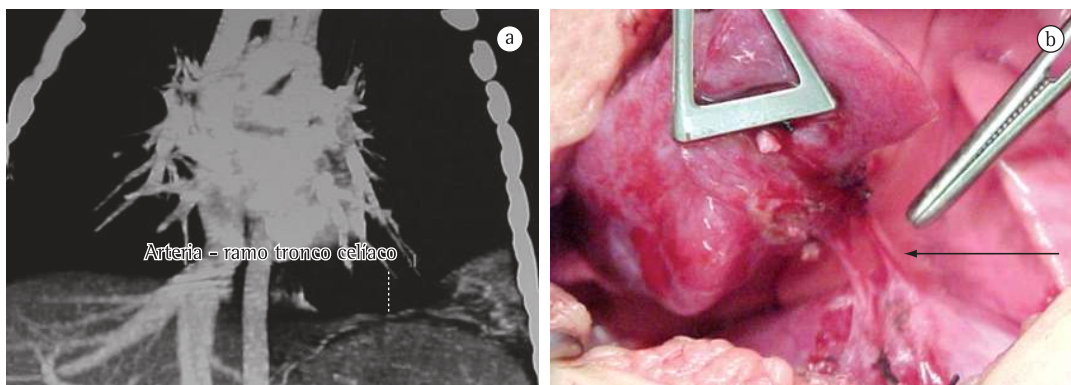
Sequestração pulmonar extralobar. Em a, TC de tórax demonstrando suprimento arterial de tecido pulmonar proveniente do tronco celiaco. Em b, visualização intraoperatória de sequestrectomia evidenciando o pedículo vascular (seta). Notar o aspecto consolidativo do tecido pulmonar.
